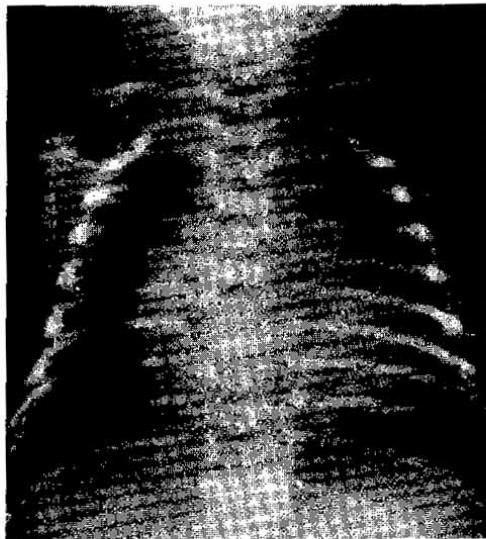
Chest x-ray shows increased C-T ratio(0.74) and pulmonary vascular congestion.
